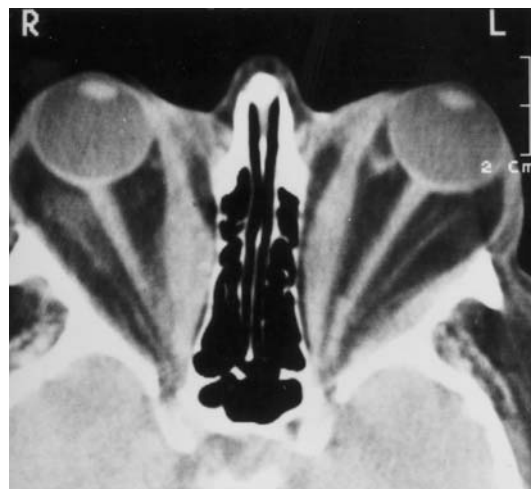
◀ 49-jährige Frau mit lange bestehendem Morbus Basedow. Die axiale CT zeigt neben einer deutlichen Verdickung der medialen Rektusmuskeln (rechts mehr als links) eine deutliche Impression der Laminae papyraceae. Eine ausgeprägte Hypertrophie des retrobulbären Fettgewebes ist die Hauptursache des extremen Exophthalmus mit sekundärer Dehnung beider Sehnerven. (Aus [20], mit freundlicher Genehmigung)
